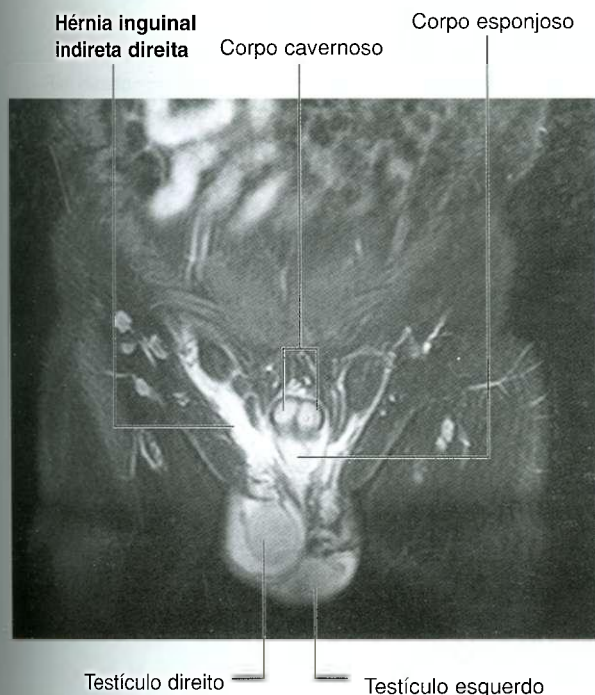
Hérnia inguinal indireta direita. Imagem de ressonância magnética ponderada em T2, com saturação de gordura, de uma virilha masculina, em plano coronal.
